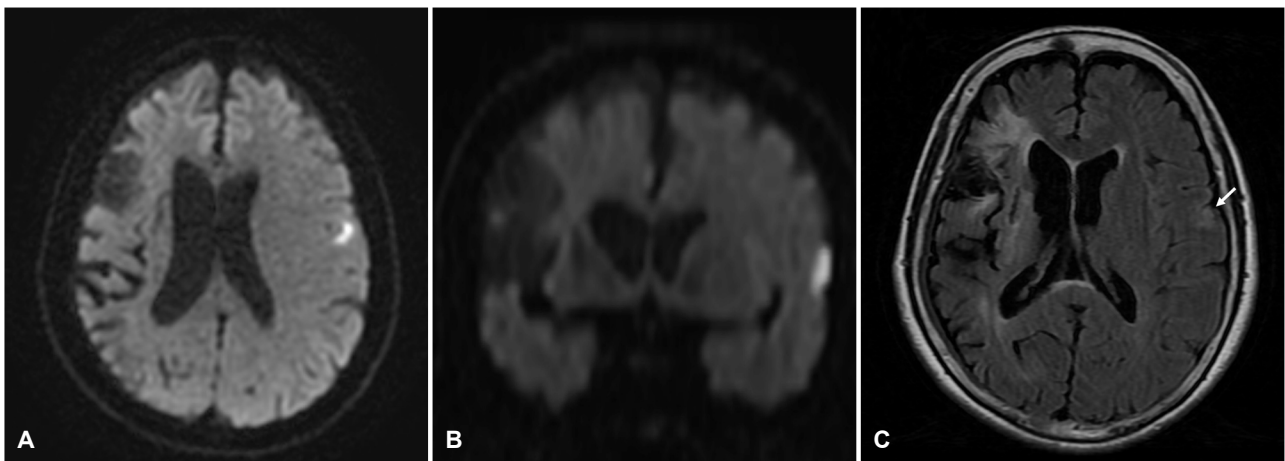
Imaging findings of the patient. Axial (A) and coronal (B) diffusion-weighted images of the brain magnetic resonance imaging showed the small cortical infarction in the lateral aspect of the left precentral gyrus, which is consistent with the tongue area of the motor homunculus. (C) Fluid-attenuated inversion recovery images showed encephalomalacia in right basal ganglia, frontal and parieto-temporal lobes, and a high signal intensity lesion in left precentral gyrus (arrow).
